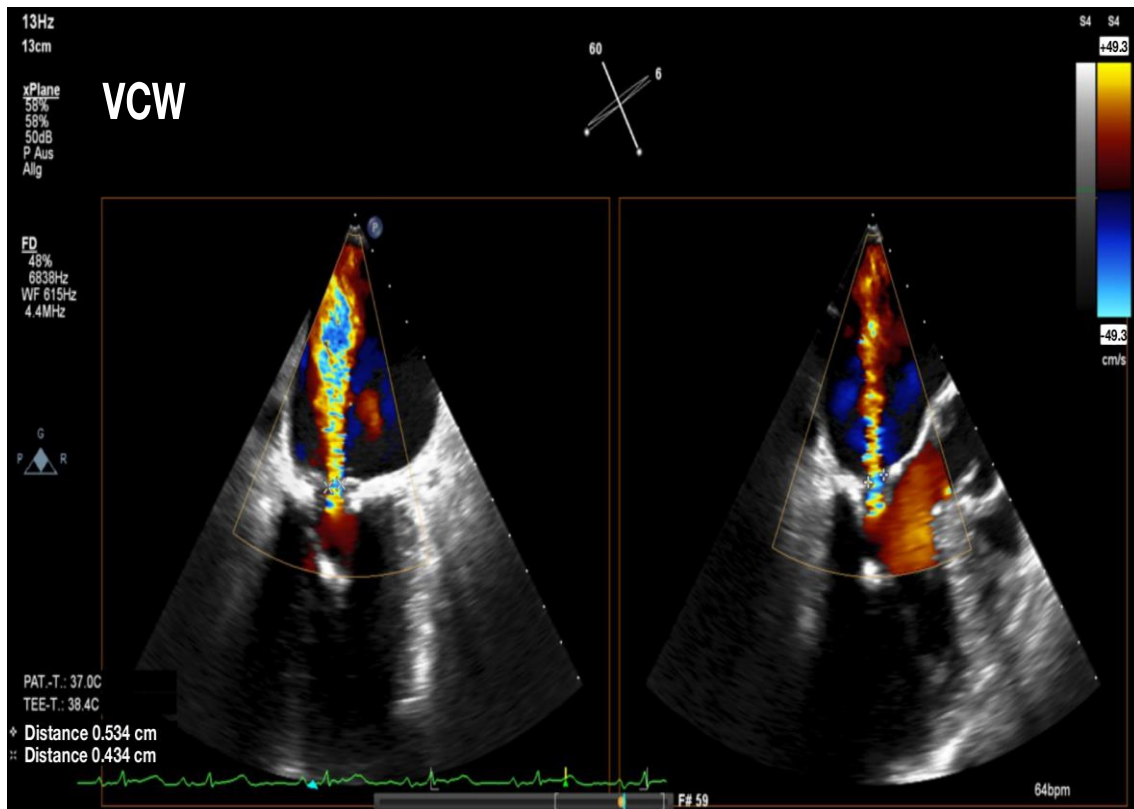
Zweidimensionale Echokardiographie. Bestimmung der 2D-Vena-Contracta-Breite (VCW) des Mitralsuffizienzstrahls (MR) im biplanaren 2D-Farbdoppler-Datensatz. Farbdoppler-Echokardiographie-Bilder mit 2 orthogonalen Ebenen des mittelsystolischen Strahls mit einer Nyquist-Geschwindigkeit von 40,3 cm/s. Die Nyquist-Grenzwerte lagen zwischen n 30 und 50 cm/ und eine Farbverstärkung wurde verwendet, um Farbfleckartefakte auszugleichen. Modifiziert aus Harm T., Schwarz F.J et al¹.
